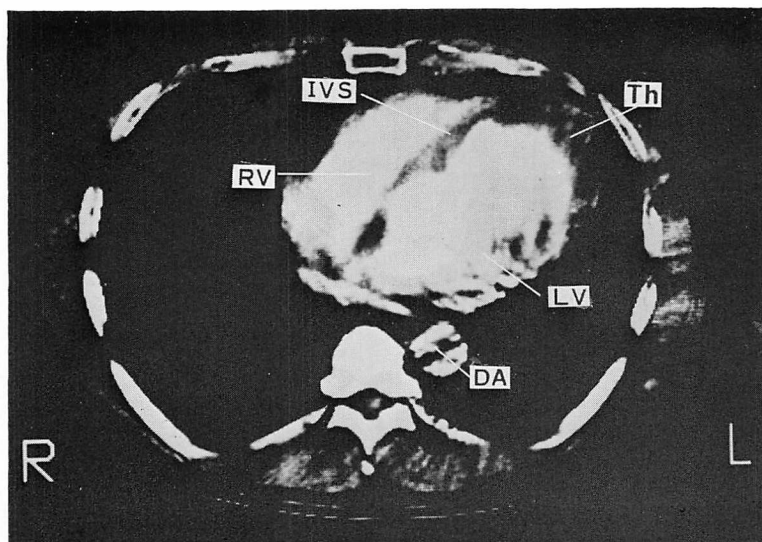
X-ray CT image of old anteroseptal myocardial infarction and a mural thrombus (Th) within the left ventricular aneurysm.
